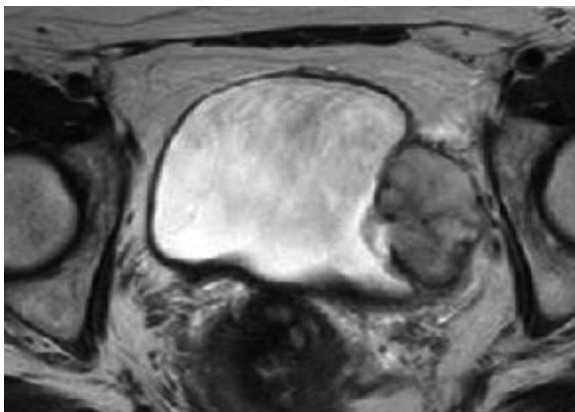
T2-weighted MRI revealed an increase in the bladder tumor.
